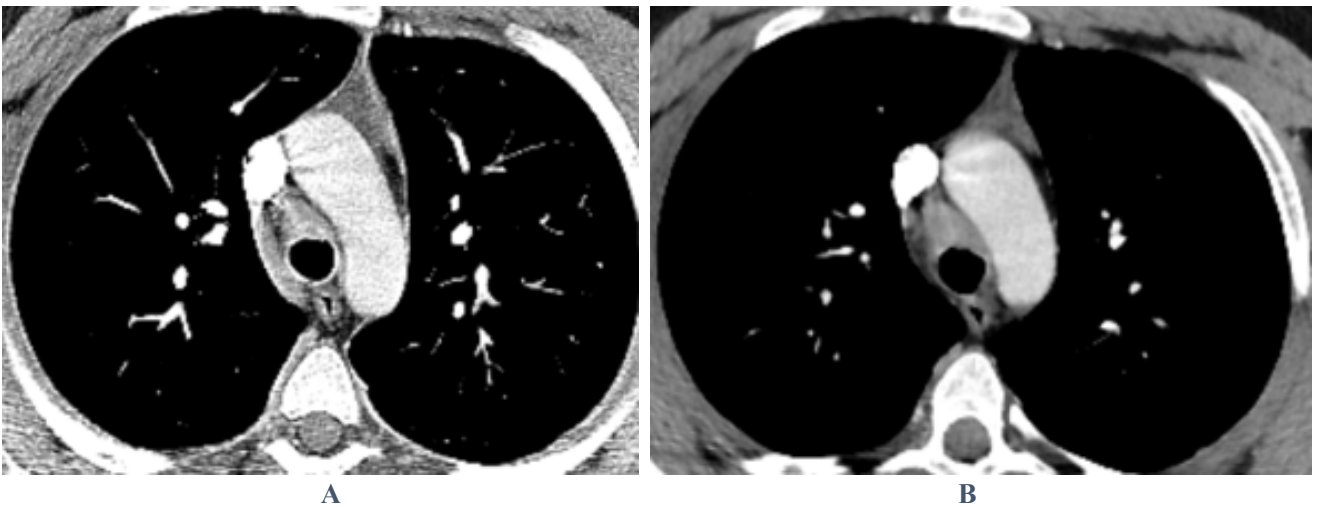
A- Torax CT: lesion protruding into the lumen on the anterior tracheal wall, B-Paratracheal lymph nodes
